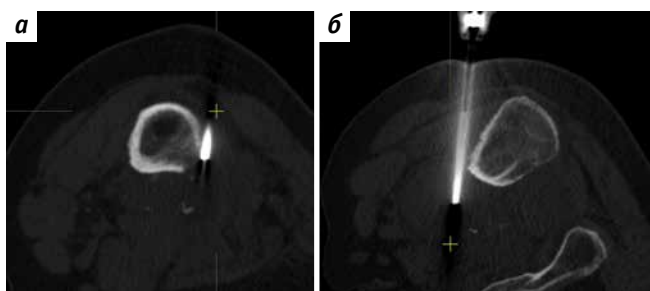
Компьютерные томограммы пациента Ф., 78 лет: а – доступ при первичной биопсии; б – доступ при повторной биопсии
